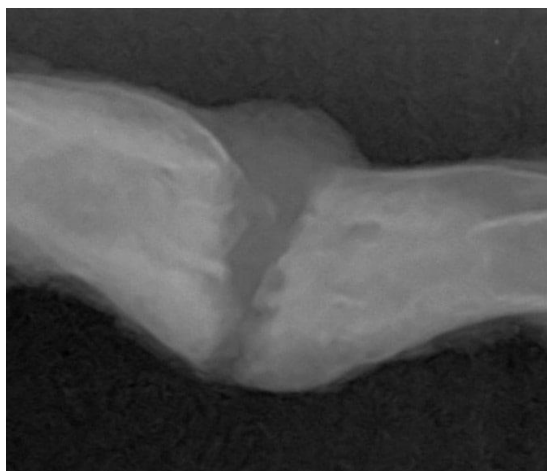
Рентгенограма стегнової кістки щура з інтрамедулярною фіксацією кістки композитним матеріалом. Бічна проекція, 30 доба після операції.
